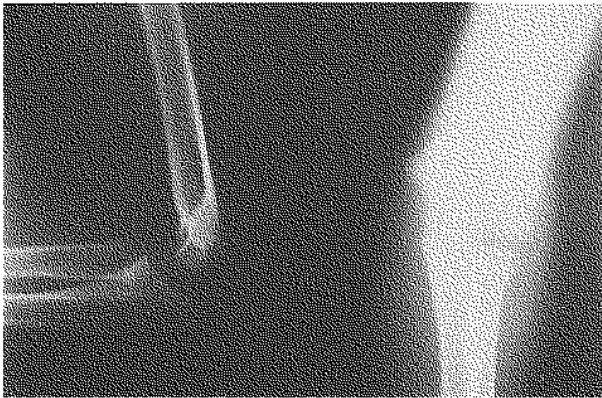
Radiographie à 3 ans montrant une tête radiale en place (observation n° 1).
